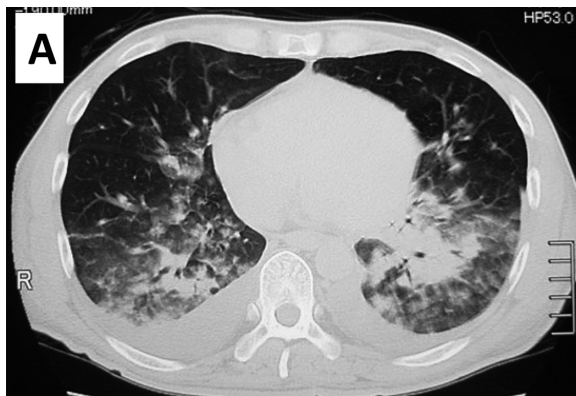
A: CT revealing multiple nodular density and bilateral pleural effusions. B: CT revealing improvement of pneumonia.
